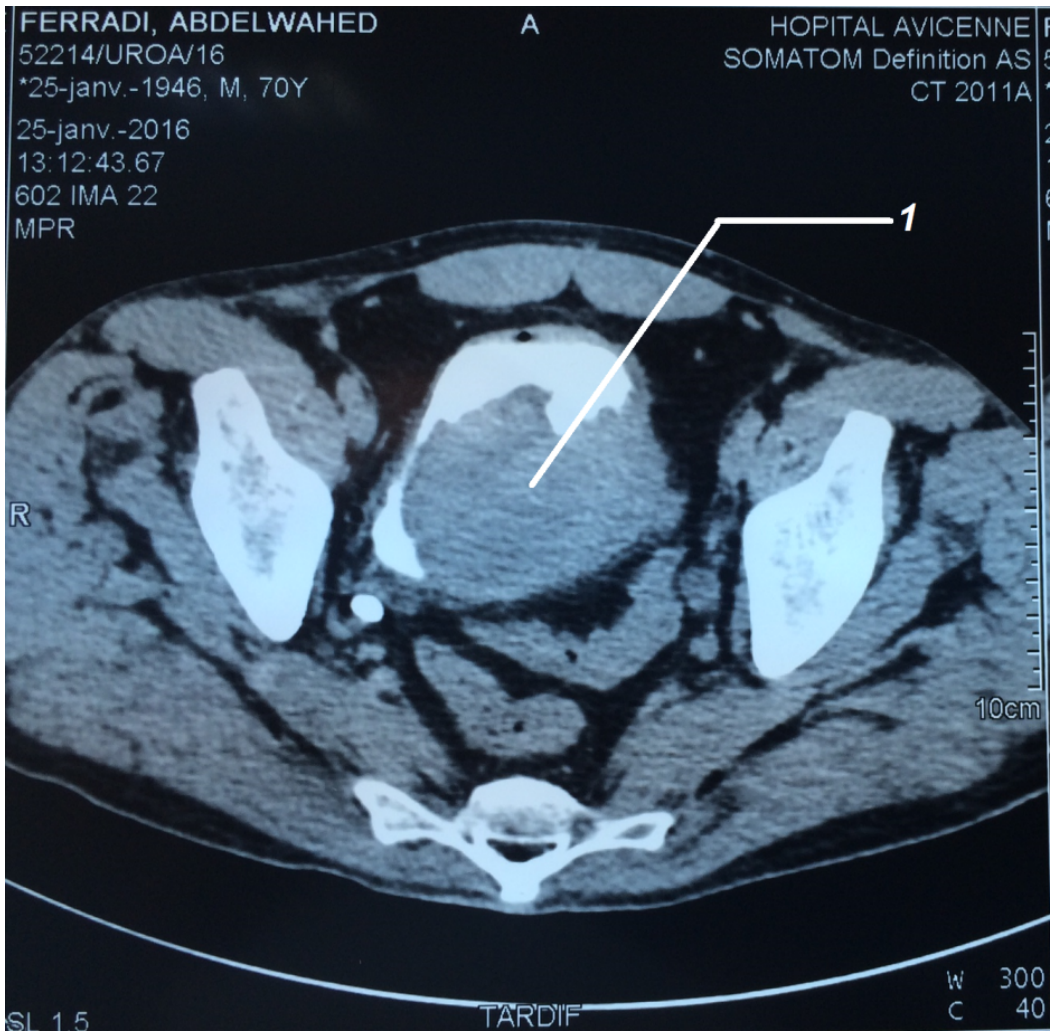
TDM pelvienne, coupe transversale montrant 1
